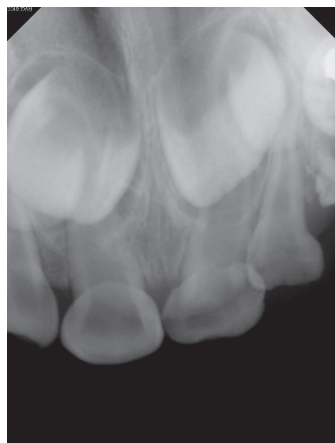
Periapical view at 3Y11M.
